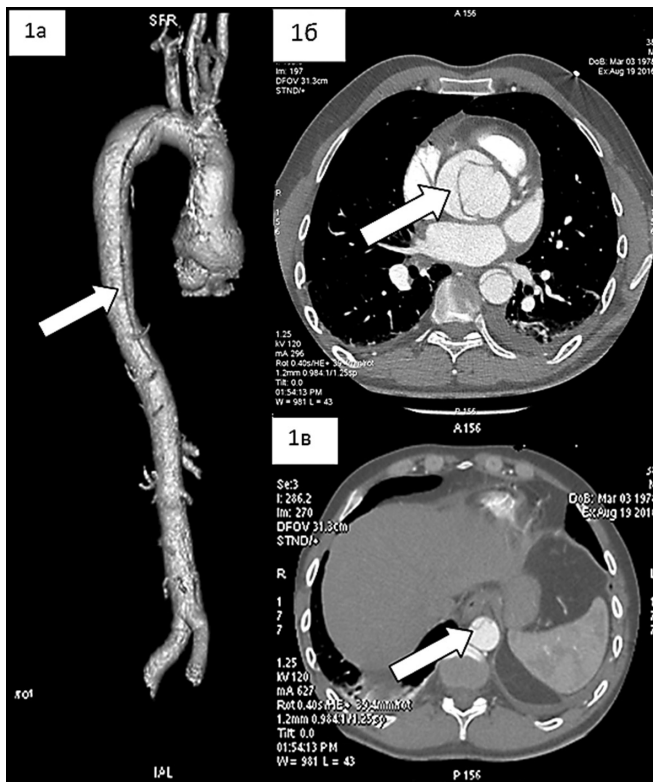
МСКТ аорты с контрастированием до операции: 1 а – распространенность расслоения аорты, 1 б – расслоение в восходящей аорте, 1 в – расслоение в брюшной аорте.
